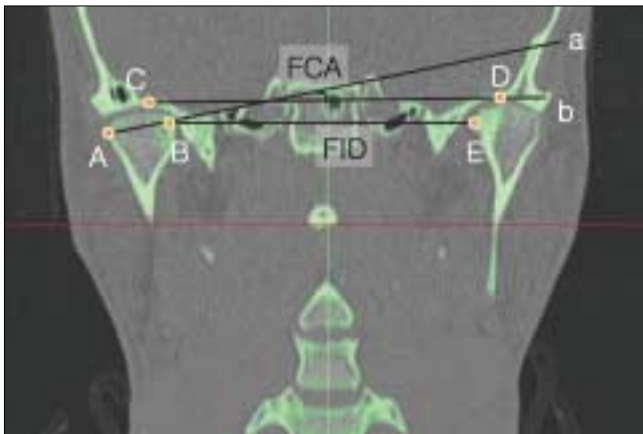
Frontal view of 3-D CT, determination of FCA, FID.
